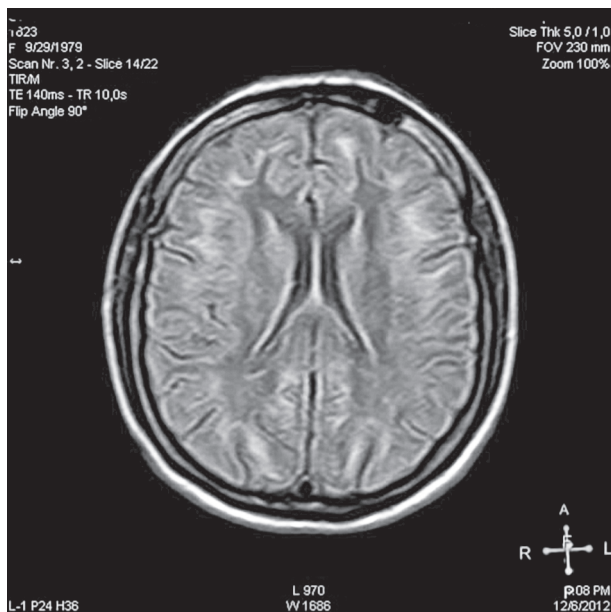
Магнитно-резонансная томограмма больной Ст. Диагноз: поздний синдром Кирнса–Сейра
